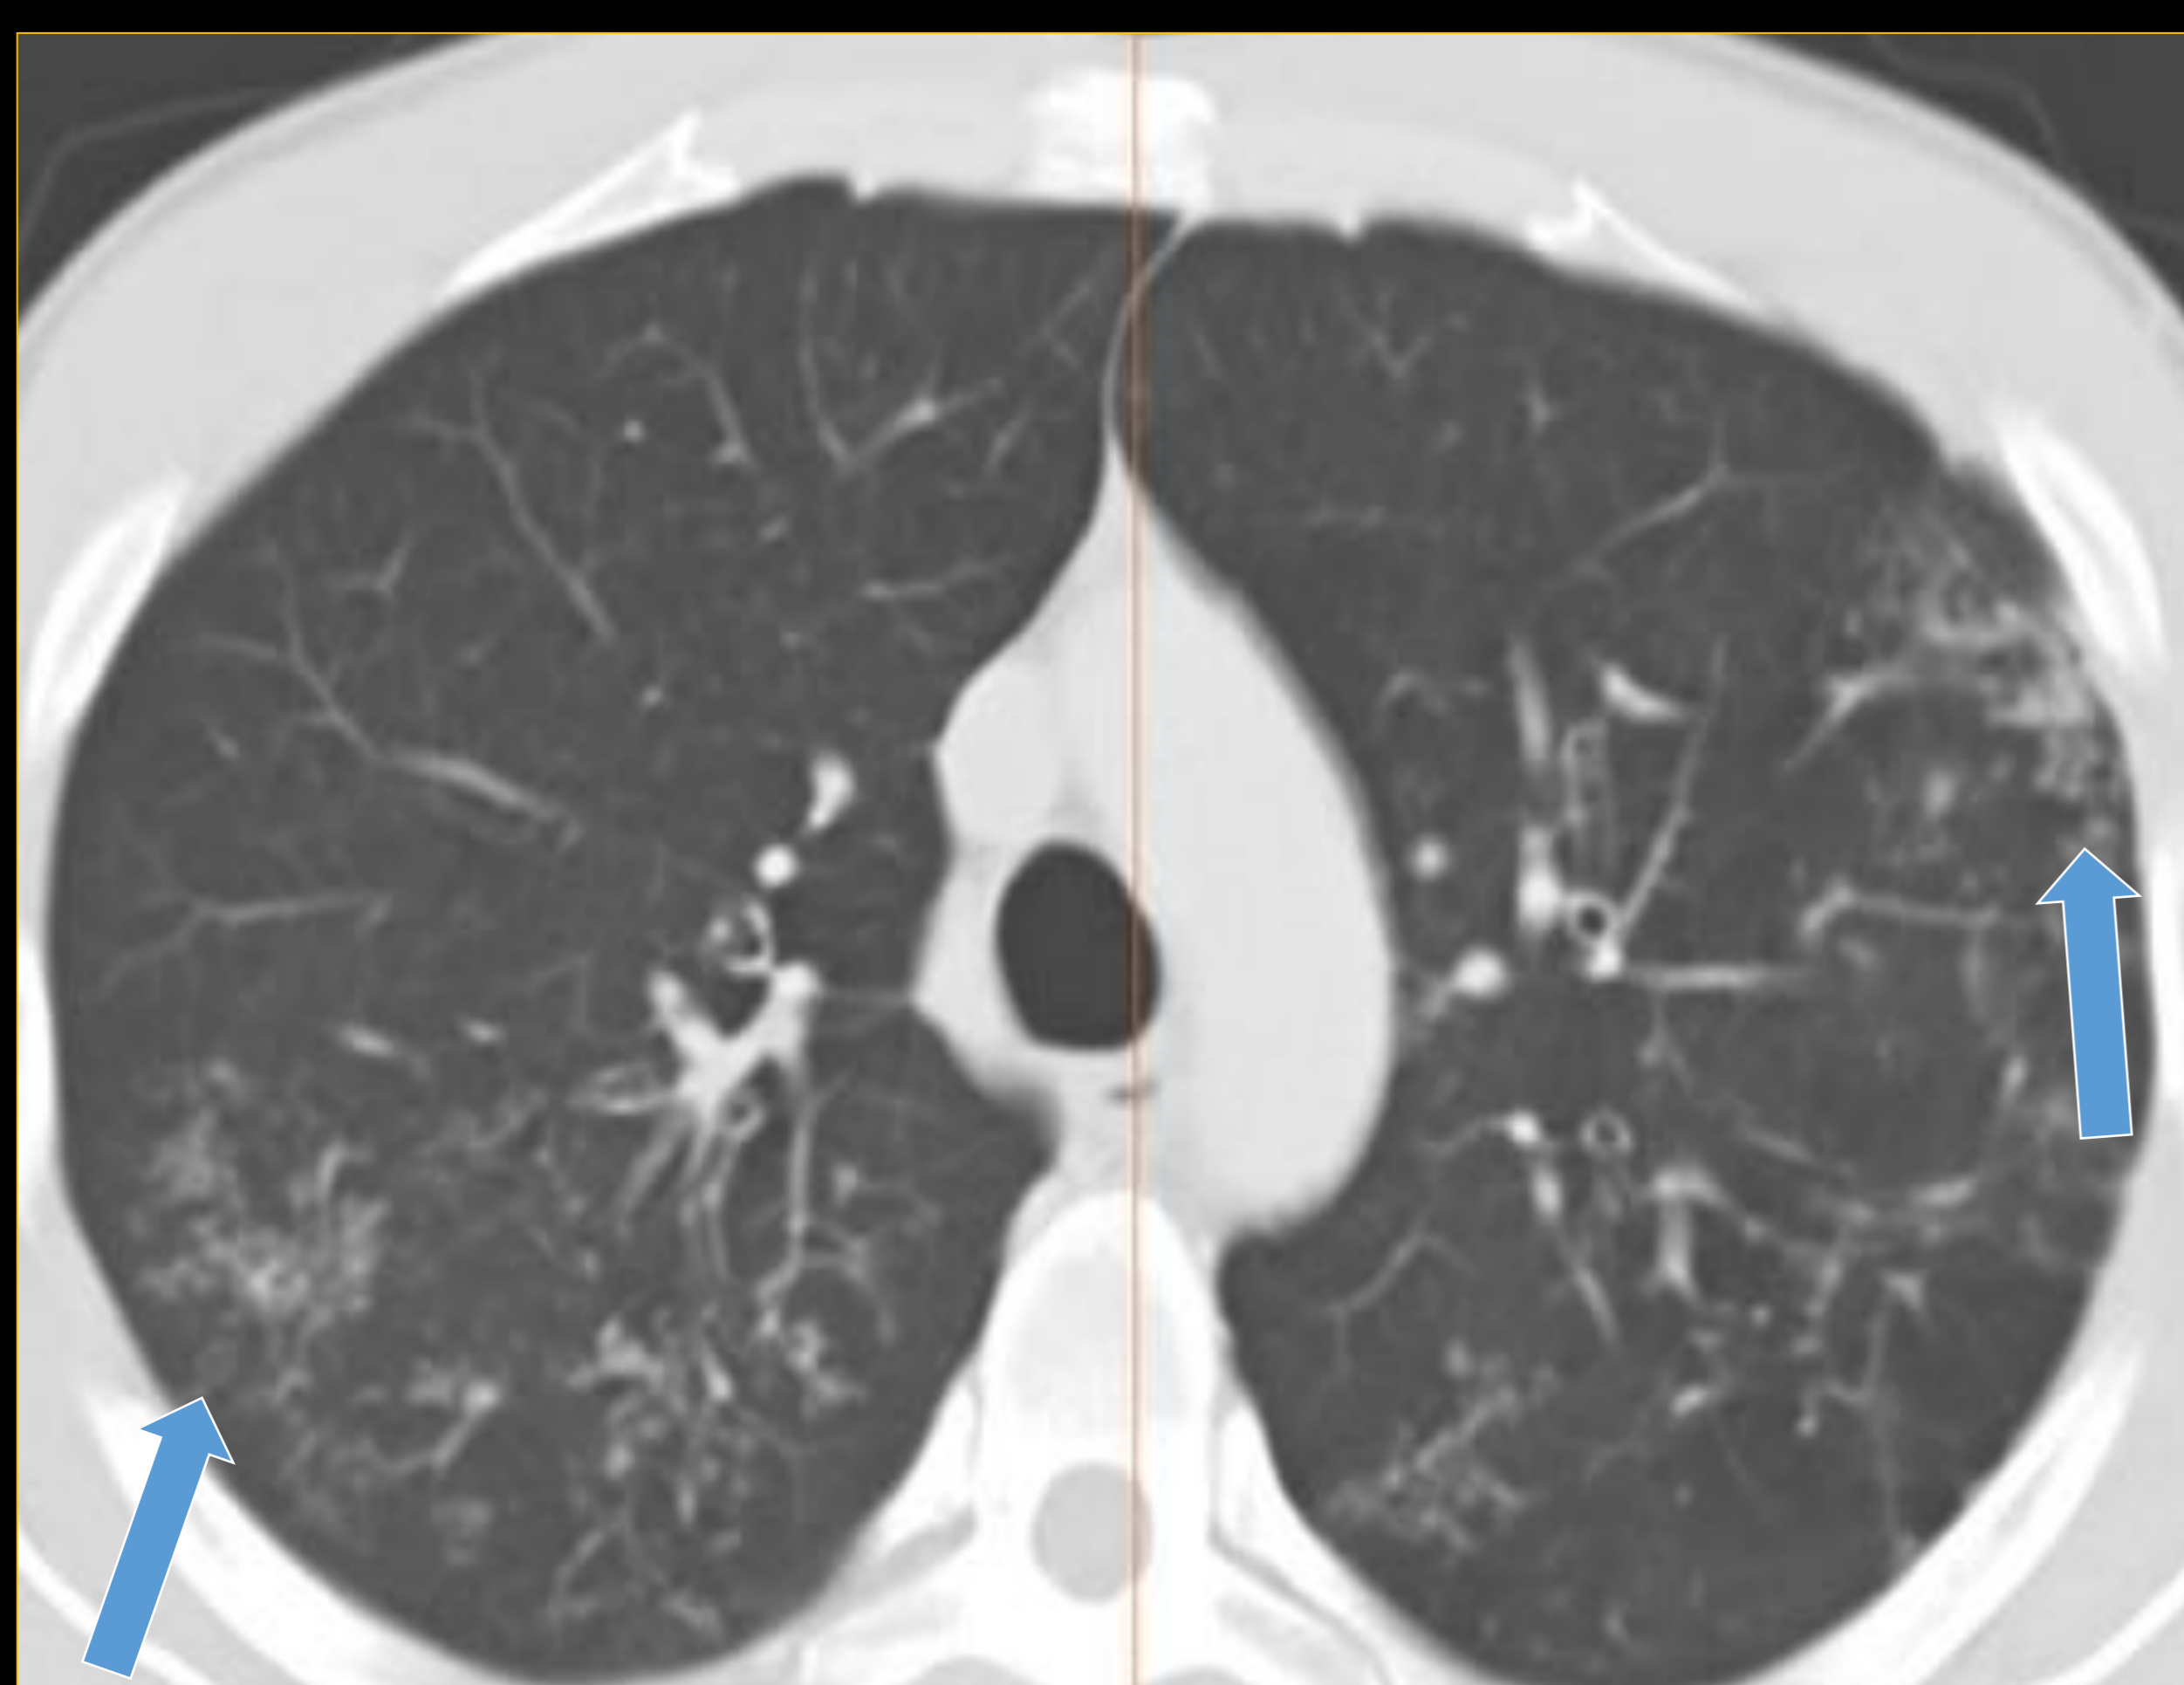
Tuberculosis pulmonar. Paciente con clínica de tos crónica. Imagen: TC sin contraste. Se observan múltiples nódulos centrilobulillares en ambos pulmones (→).
